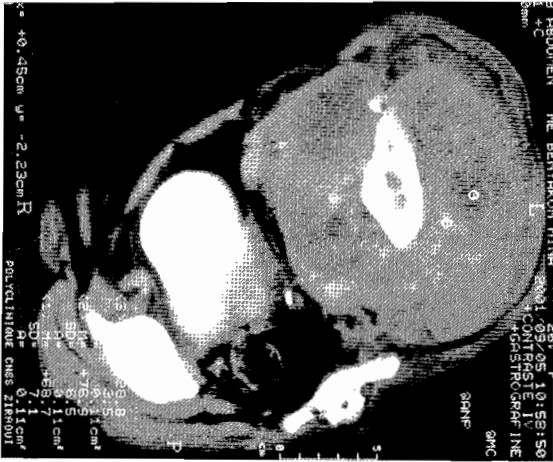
TDM: Tumeur à développement exo et endopelvien refoulant la vessie
